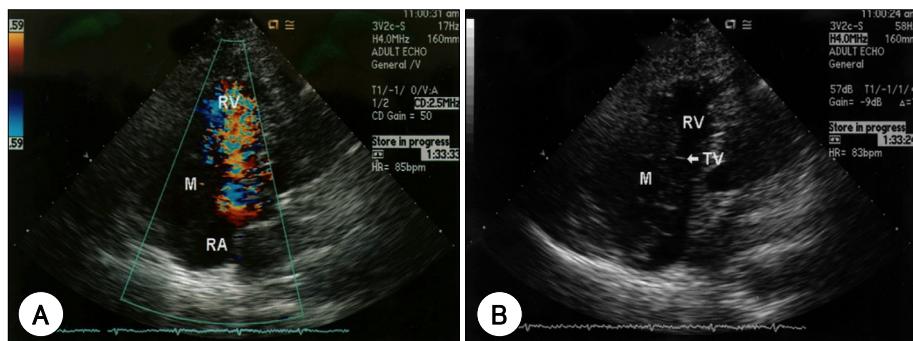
A: four chamber transthoracic echocardiogram color Doppler showing turbulent flow indicating disturbed right ventricular inflow. B: four chamber transthoracic echocardiogram showing inhomogenous large mass (M) obstructing right ventricular (RV) inflow.
